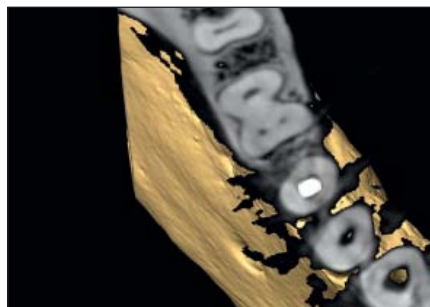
Томографическое изображение моляра нижней челюсти в аксиальной проекции. Устья трех корневых каналов моляра
